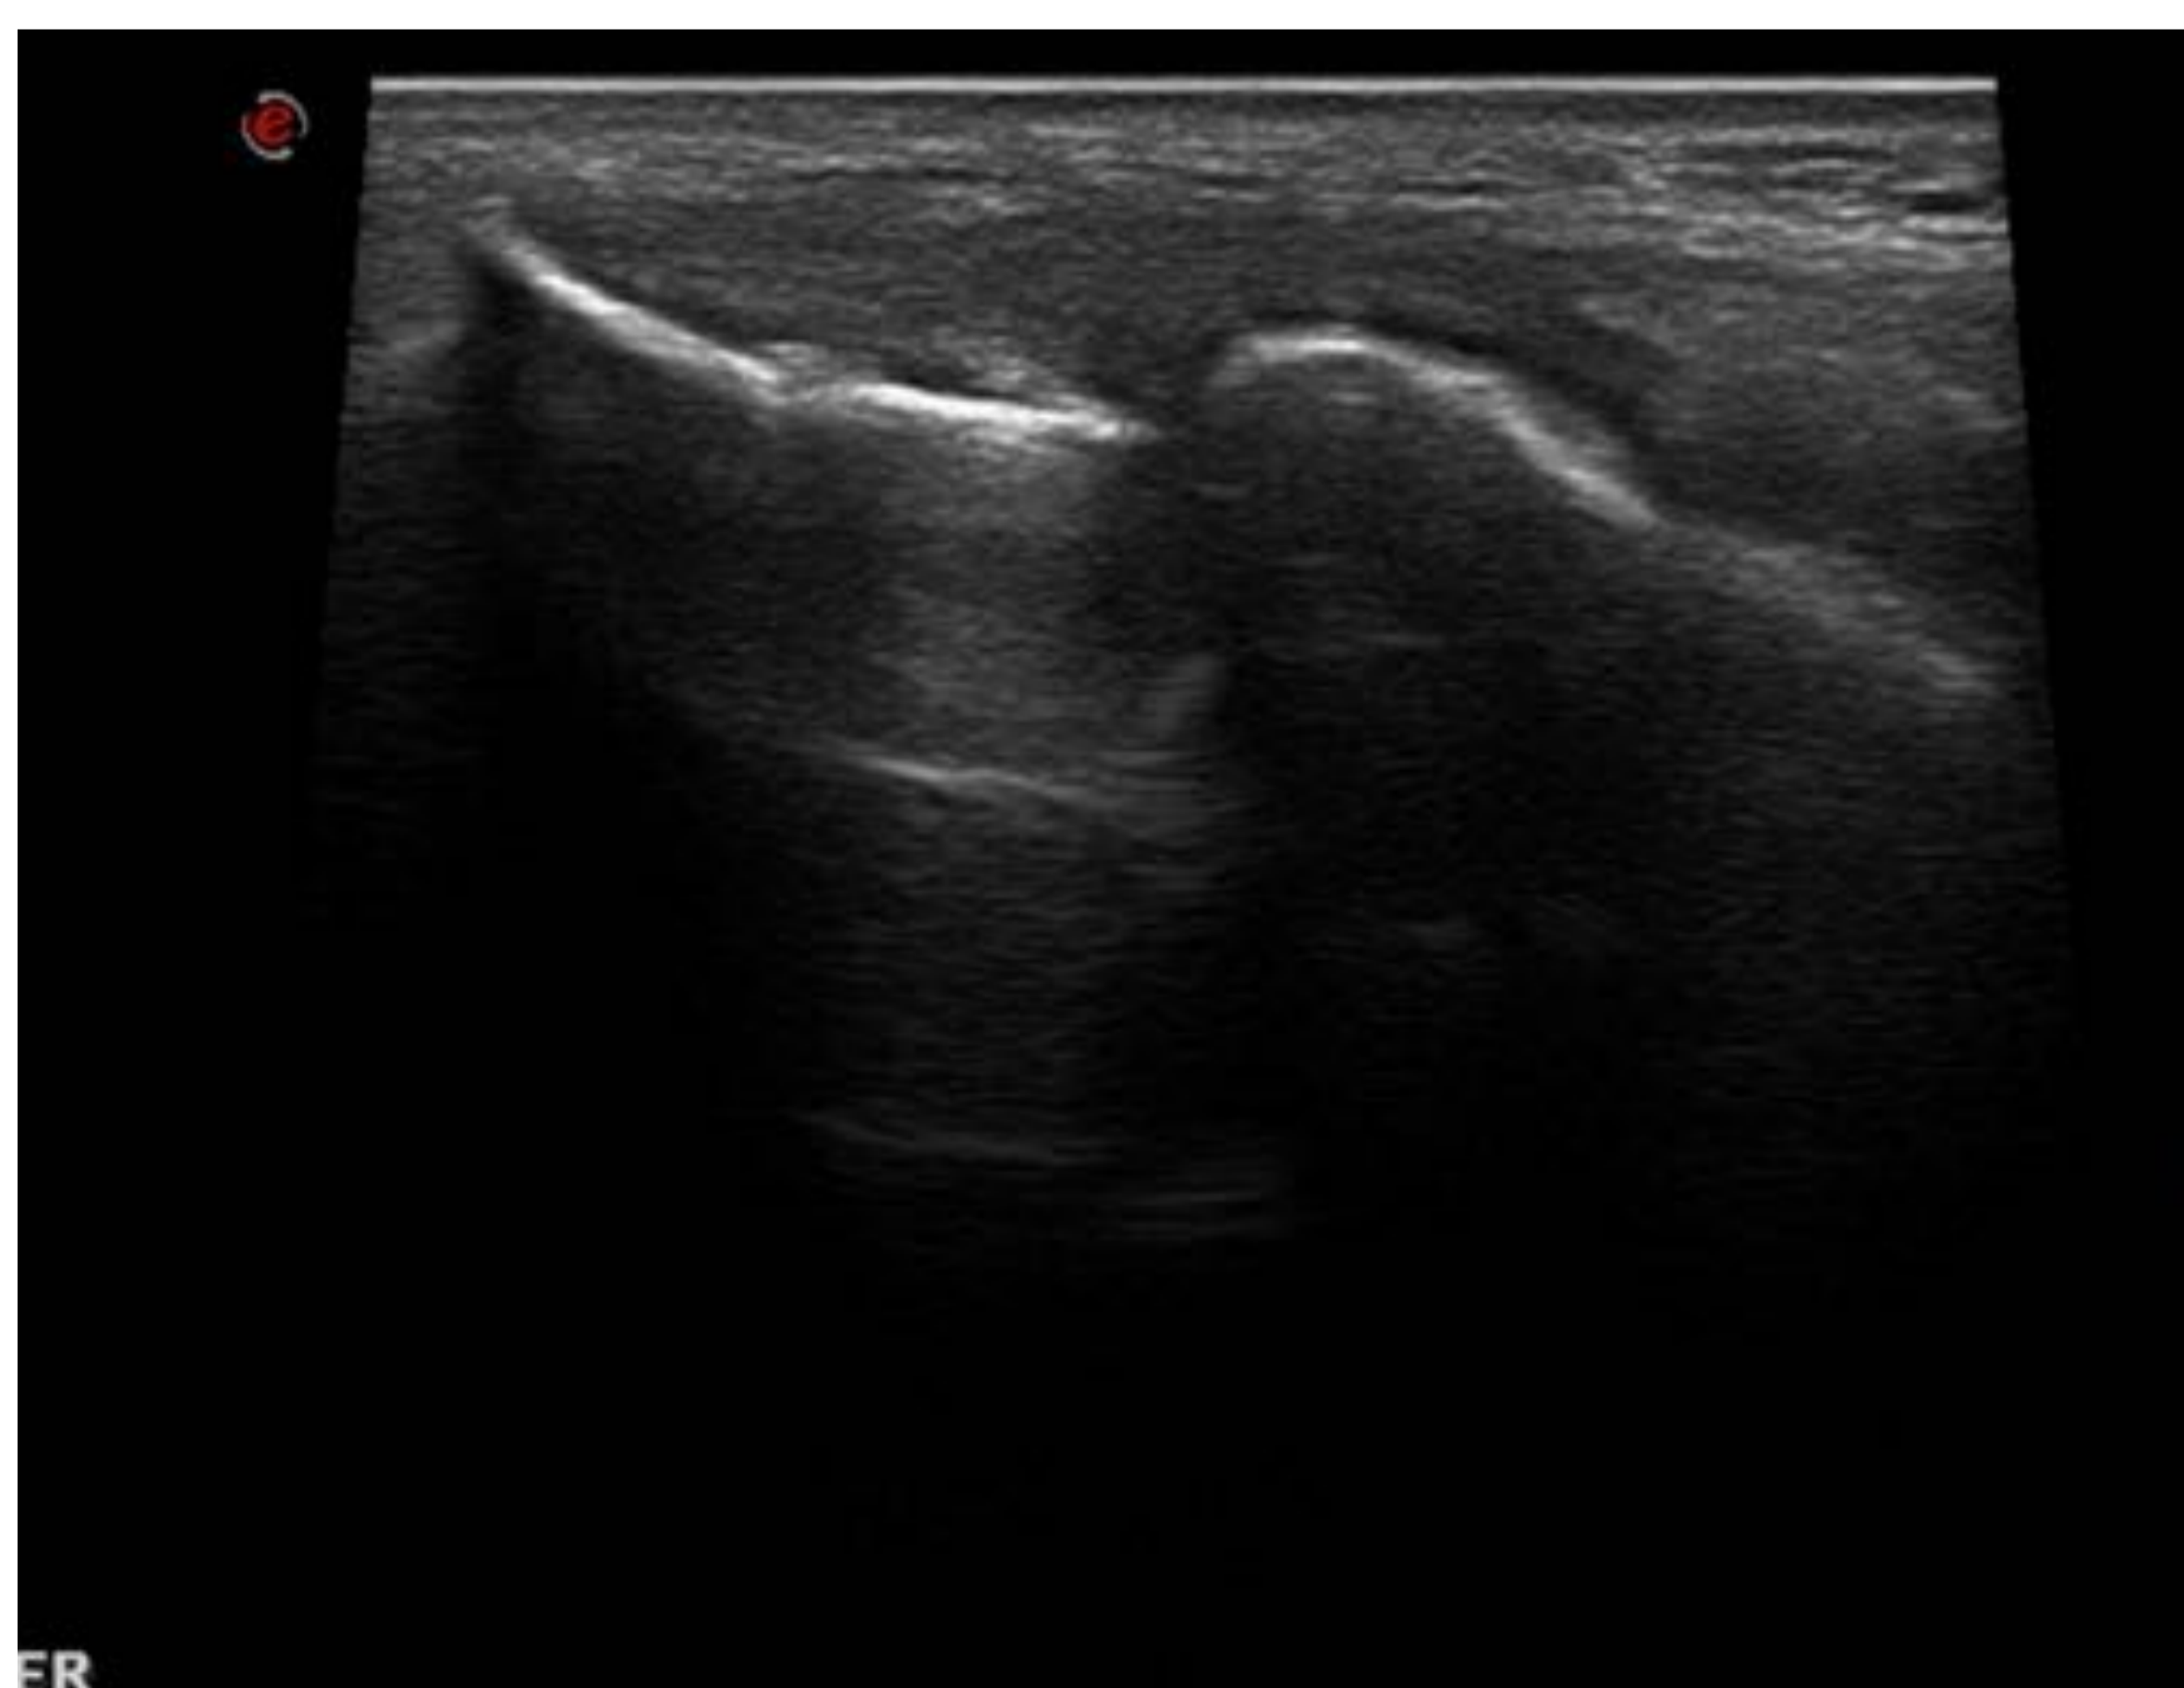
Ecografía, sección coronal del epicóndilo. Se observa hipoecogenicidad del tendón extensor común, con irregularidad en la zona de inserción. Hallazgos en relación con Epicondilitis.
